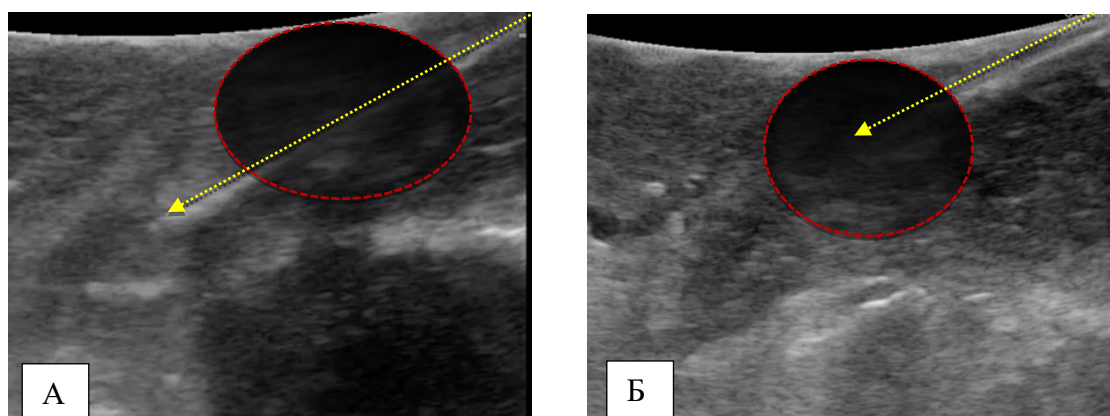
Интраоперационное УЗИ головки поджелудочной железы в В-режиме. Опухоль отмечена красной пунктирной линией. Абляционная антенна обозначена желтой стрелкой, где стрелочка указывает позицию дистального кончика антенны. А – некорректная установка абляционной антенны, дистальный кончик выходит за пределы инсулиномы; Б - корректная установка
